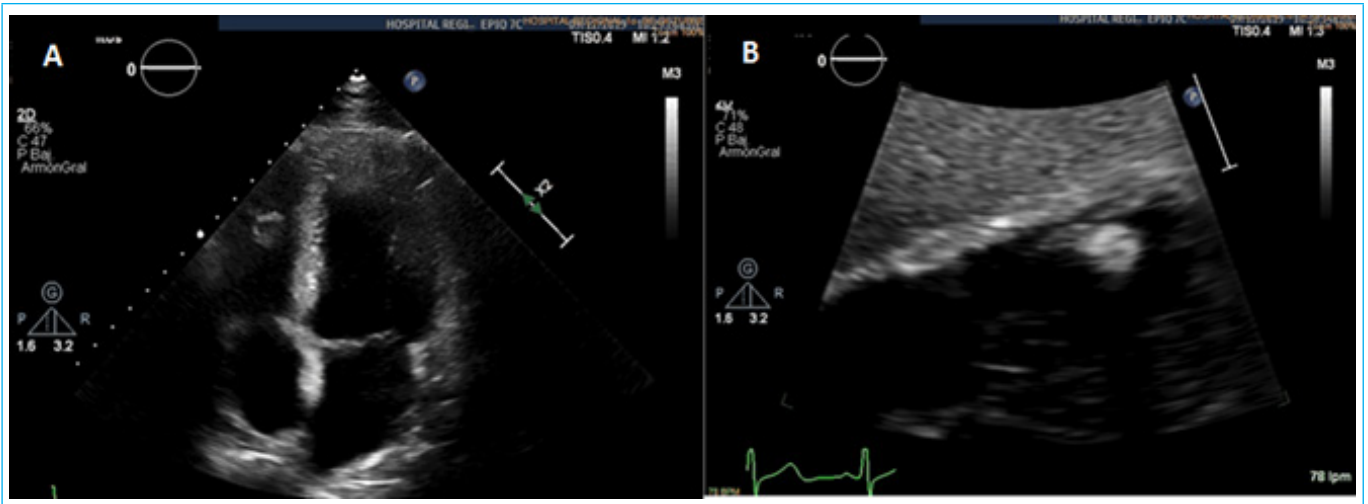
Ecocardiograma transtorácico 1 año posterior a anticoagulación. Vista apical 4 cámaras (panel A) y 2 cámaras (panel B) modificadas para VD, con evidencia de trombo ventricular en ápex.
